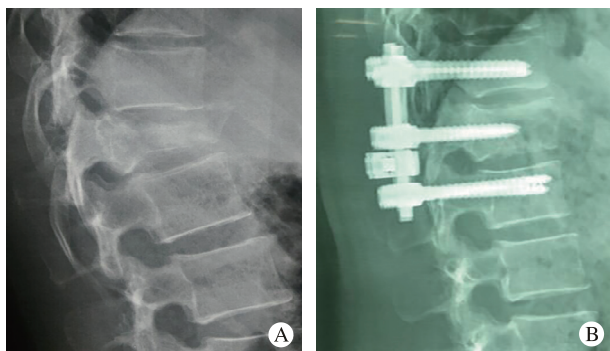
患者男性,55岁,胸12爆裂骨折术前、术后X线片
